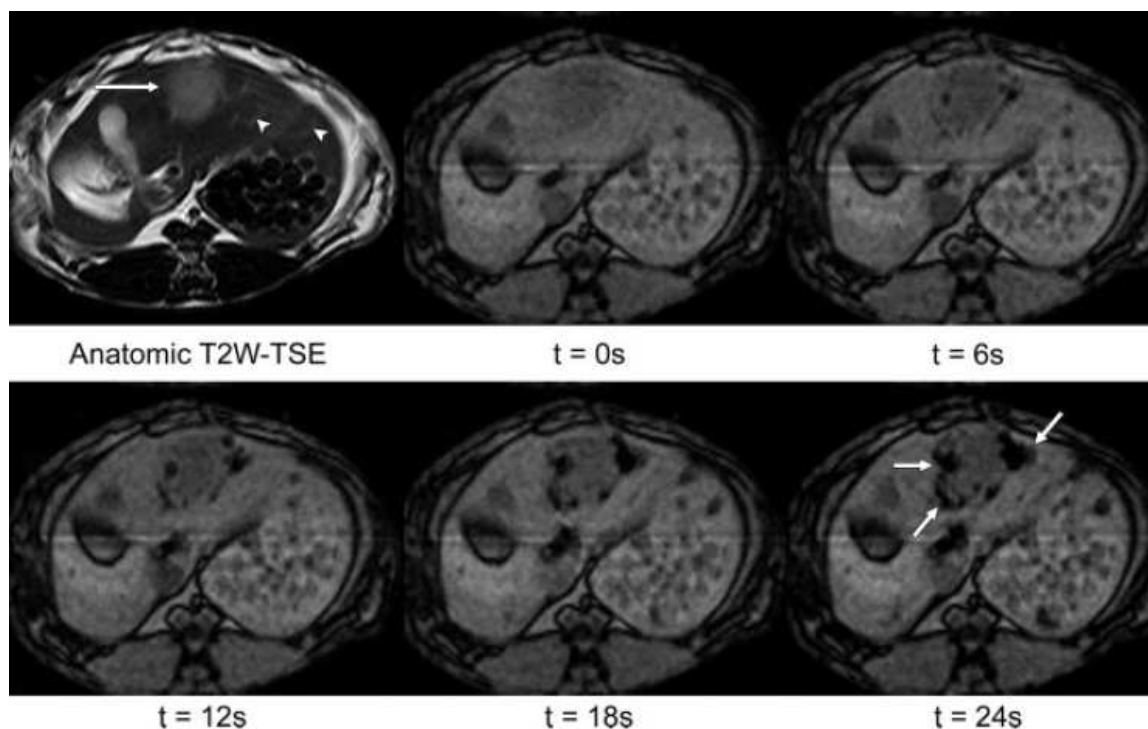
12: Accumulation progressive des microparticules radioactives magnétiques dans une tumeur (grande flèche) du foie suivie en IRM avec une séquence GRE T2*. Les têtes de flèches indiquent les branches distales de l'artère hépatique [70].
